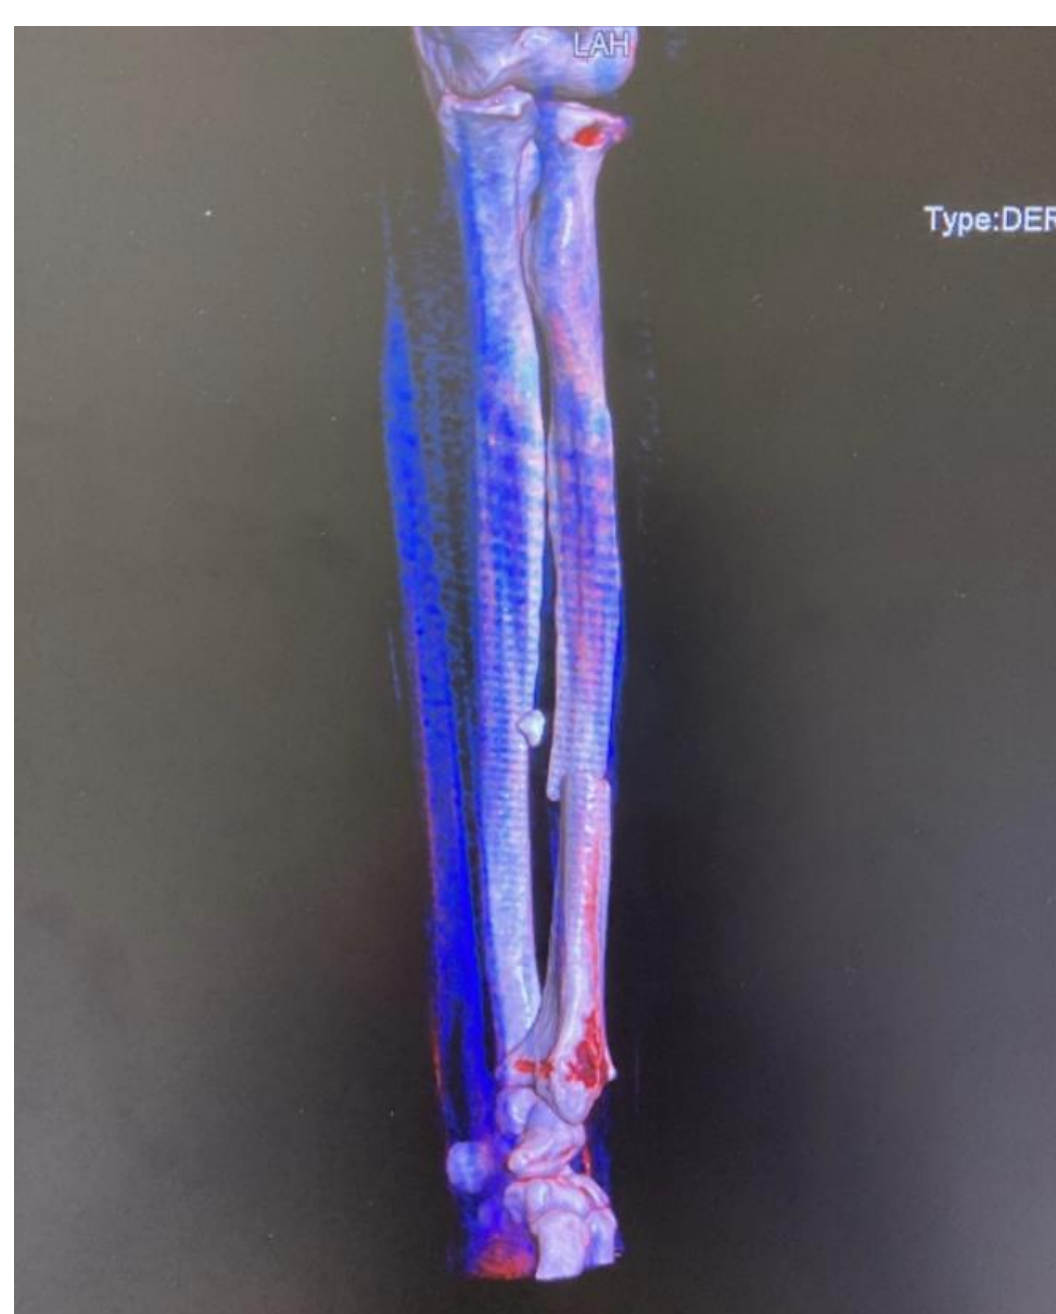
(TAC antebrazo): fractura de cabeza de radio, fractura de apófisis coronoidea del cúbito y fractura transversa de diáfisis de radio.
